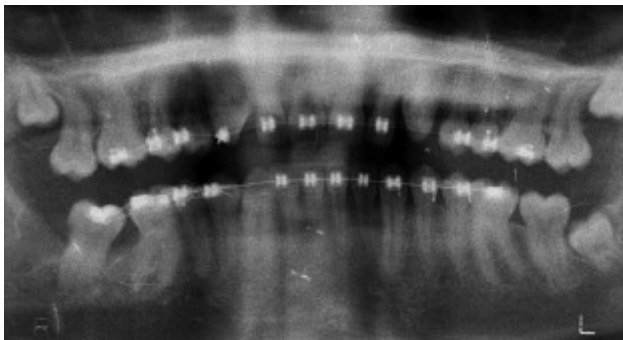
Ortopantomografía de control a los dos meses de la intervención.
